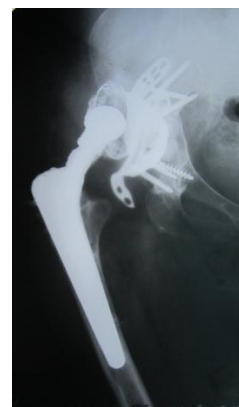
Рентгенограмма тазобедренного сустава больной П. до лечения.
